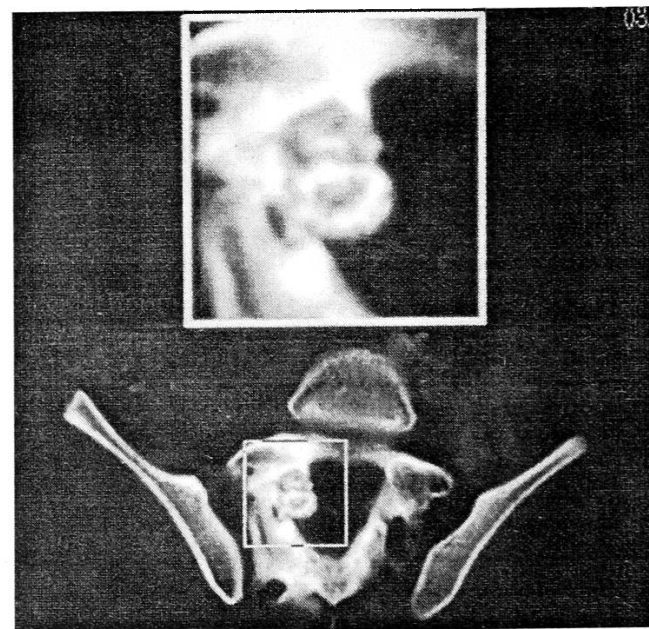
Компьютерная томограмма: интраканально расположенный очаг деструкции смешанного характера с наличием включений.
